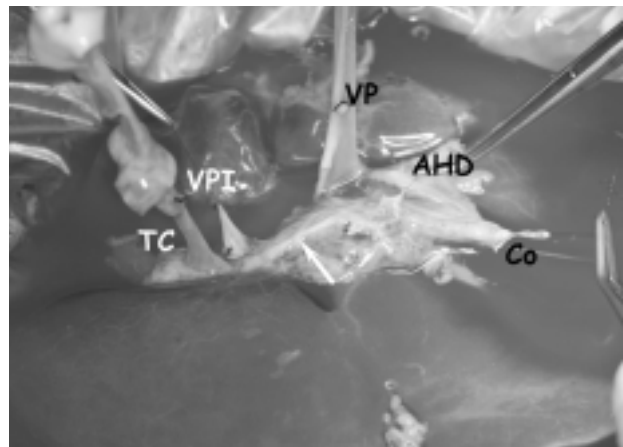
Bipartición hepática *ex vivo*. Lóbulo derecho e izquierdo con sus correspondientes pedículos vasculobiliares. Lóbulo derecho (VP: vena porta; AHD: arteria hepática derecha; CO: conducto biliar extrahepático). Lóbulo izquierdo (VPI: vena porta izquierda; TC: tronco celiaco con la arteria hepática izquierda).
